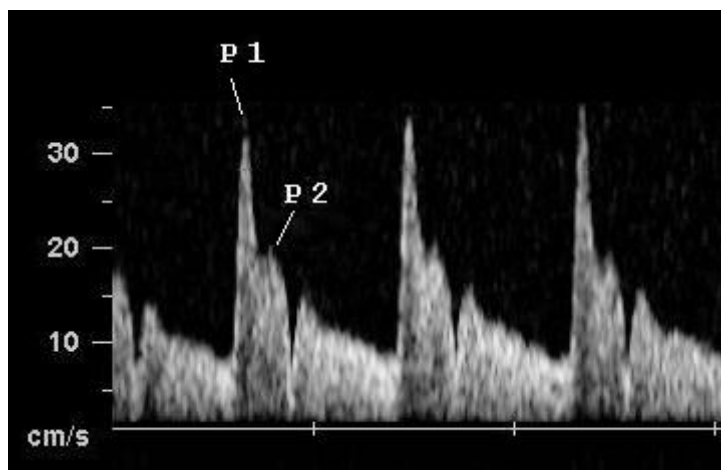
Sonograma da onda de velocidade de fluxo da artéria oftálmica. *Peak ratio*: razão entre o segundo pico de velocidade (P2) e a velocidade sistólica (P1).
